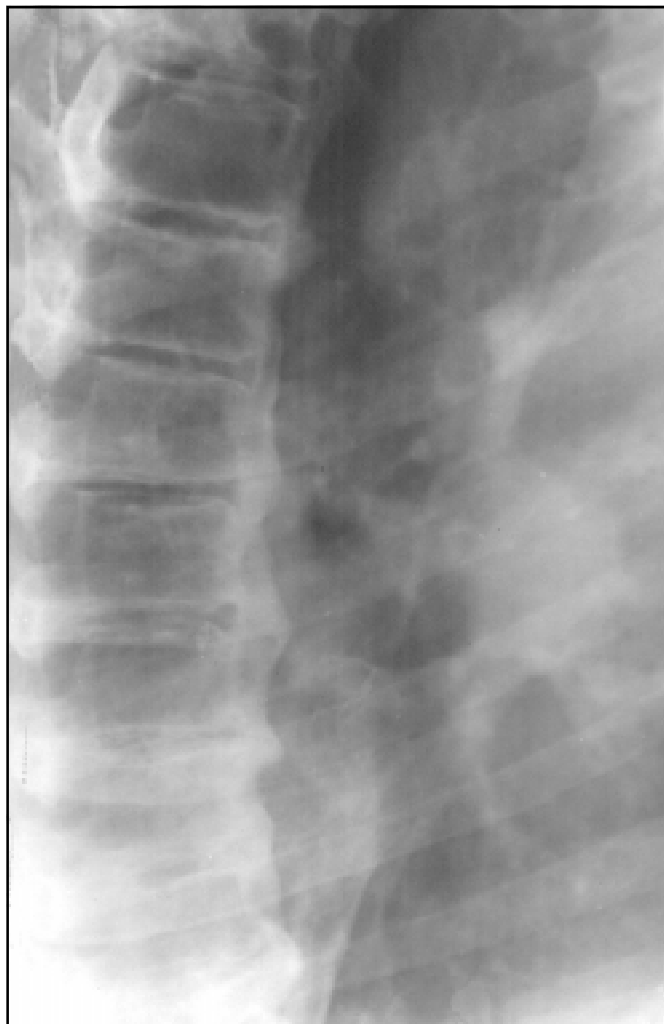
Рентгенограма хворого на цукровий діабет, 54 р. Грудний відділ хребта в бічній проекції. Визначається дифузний остеопороз, звапнення і стовщення передньої поздовжньої зв'язки (фіксує гіперостоз хребта, хвороба Форест'є). Неерозивна ентезопатія
